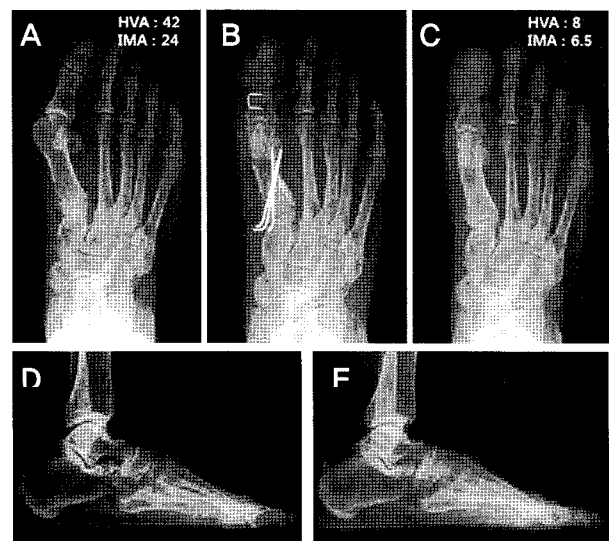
(A) Preoperative AP radiograph. (B) postoperative 3 months AP radiograph. (C) postoperative 12 months follow-up AP radiograph. (D) preoperative lateral radiograph. (E) postoperative 12 months follow-up lateral radiograph.
